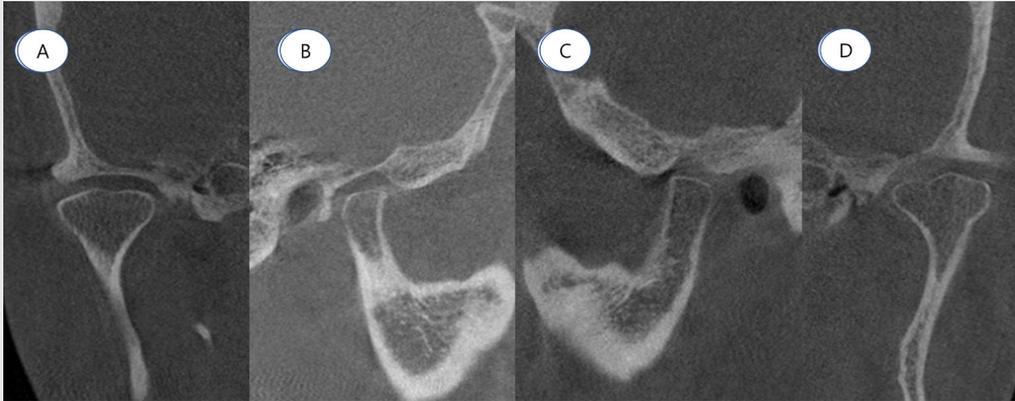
초진 시 콘빔 컴퓨터 단층촬영 영상에서 좌, 우측 하악 과두의 골변화가 관찰되지 않음. A; 우측 하악 과두의 관상면, B; 우측 하악 과두의 시상면, C; 좌측 하악 과두의 시상면, D; 좌측 하악 과두의 관상면
